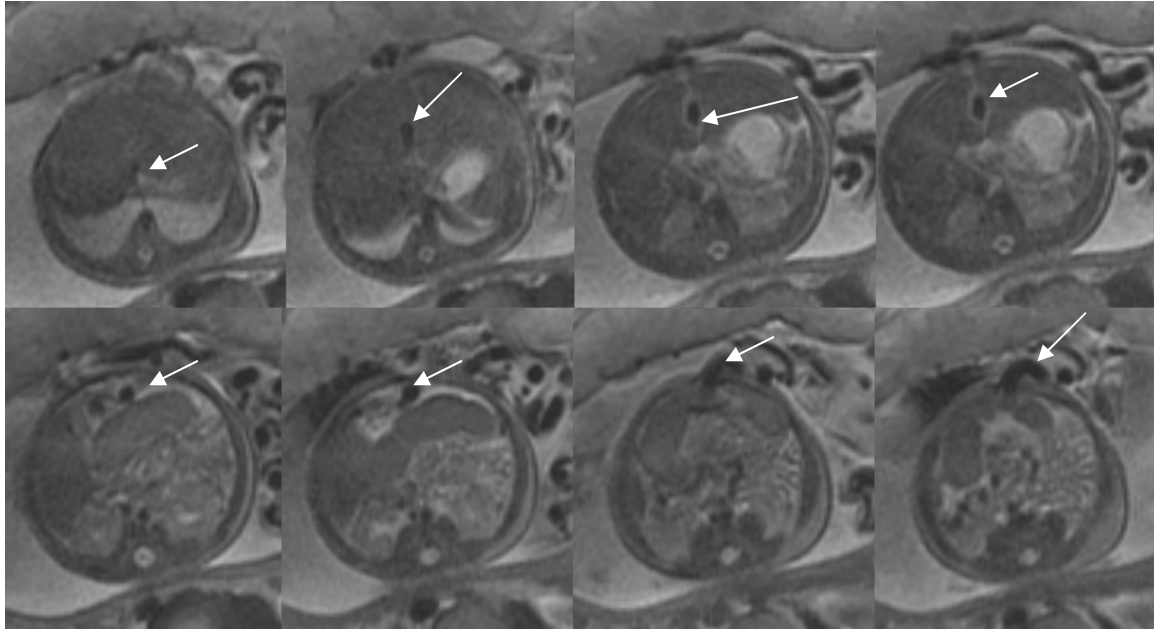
RM fetal (secuencia SSFSE axial T2 en gestante de 35 SG). Se aprecia ascitis fetal que permite visualizar vena umbilical en todo su recorrido desde ombligo hasta VCI (flechas blancas).
